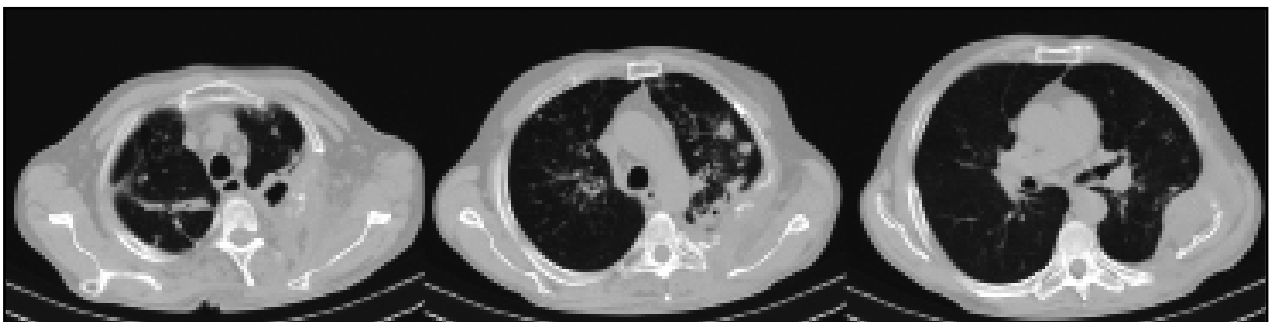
МСКТ грудной клетки больного X. через 1 месяц после ЭПТП слева (объяснение в тексте)
